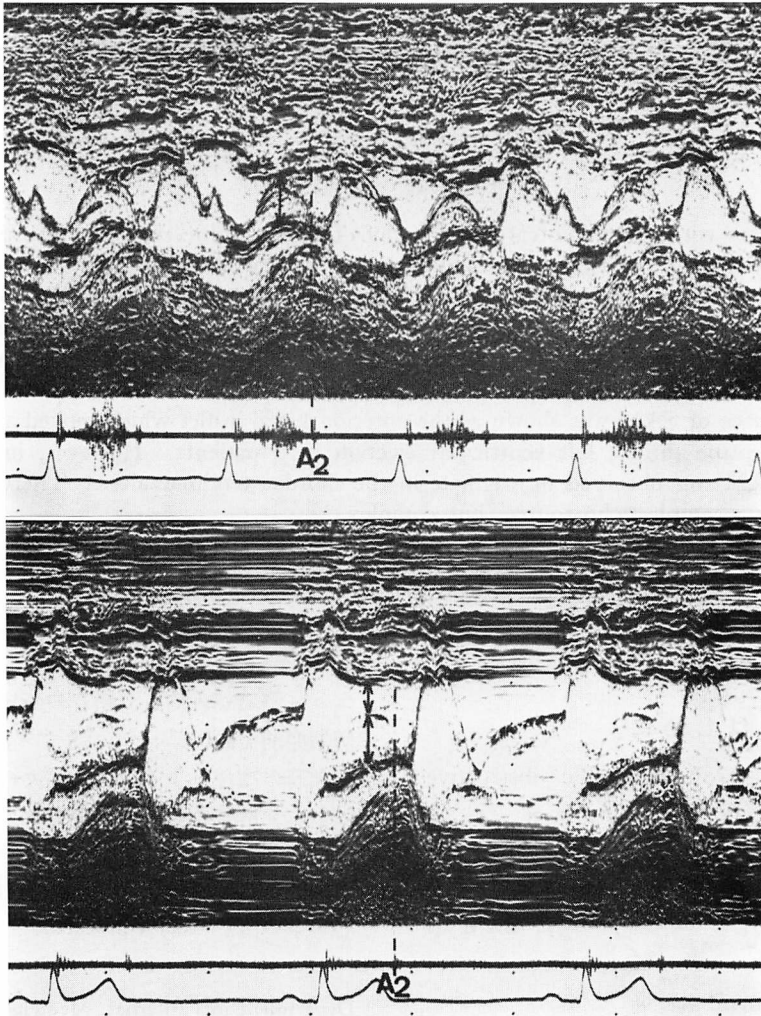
Echocardiograms demonstrating SAM.
